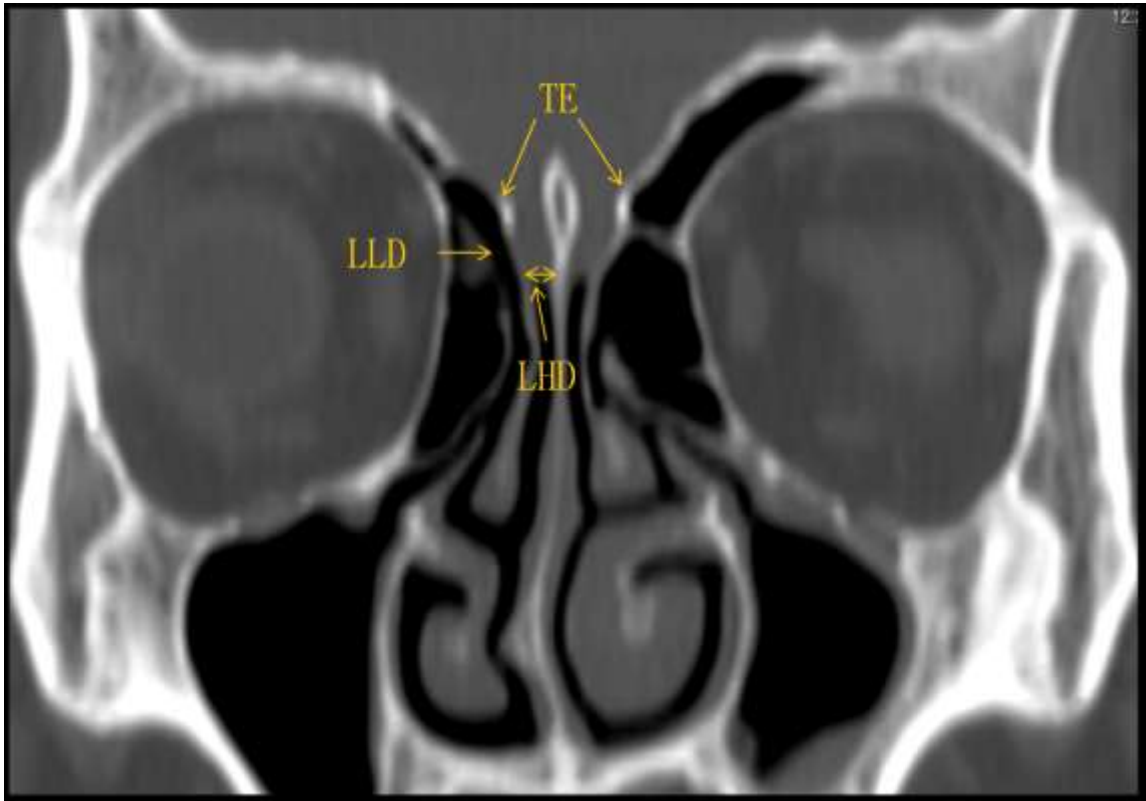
Reconstrucción multiplanar de TC en el plano coronal. Medición de la longitud de la lámina horizontal derecha (\longleftrightarrow) TE= techo etmoidal. LHD= lámina horizontal derecha. LLD= lámina lateral derecha.
